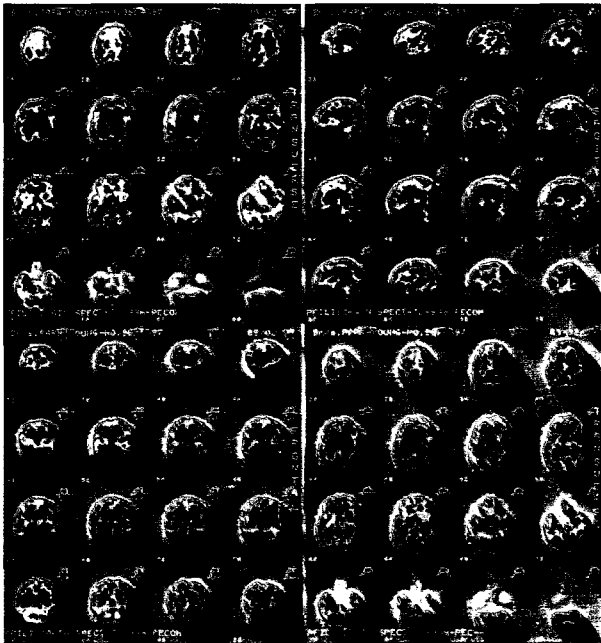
Brain perfusion SPECT. There is no significant perfusion decreased area in the cerebral cortex, cerebellum and deep gray matter.
